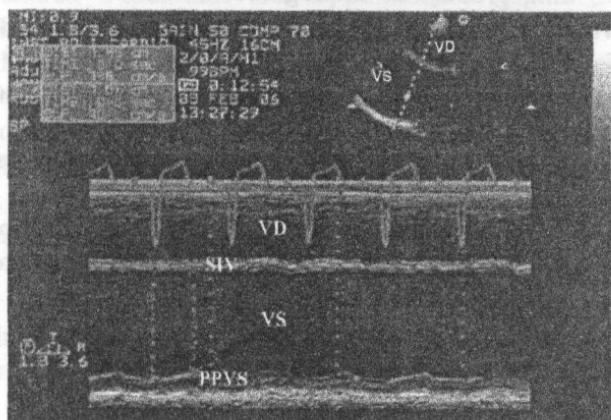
Ecografie mod M ghidată 2D. Fasciculul de ultrasunete traversează ventriculul drept (VD), septul interventricular (SIV), cavitatea ventriculului stâng (VS) și peretele posterior (PPVS). Se pot măsura dimensiunile VS atât în diastolă, cât și în sistolă, standardizat, cu posibilitatea calculării fracției de scurtare, net redusă la acest pacient cu cardiomiopatie dilatativă. Prin aceeași metodă se poate calcula și masa VS.
